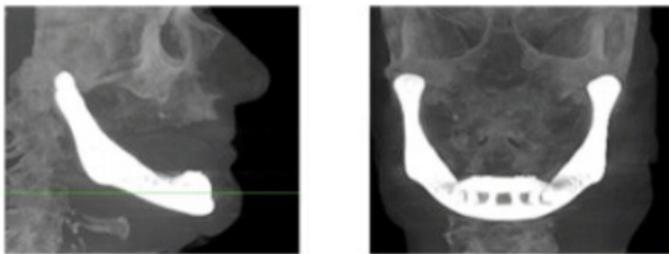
Radiografía que muestra la prótesis mandibular implantada. (Izquierda: vista lateral; derecha: vista frontal)
